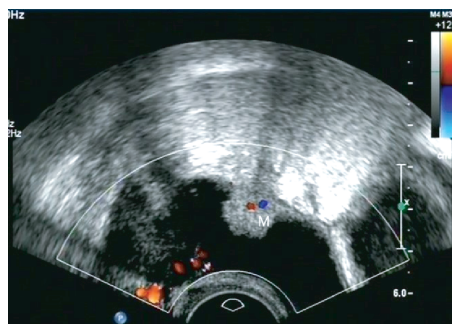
彩色多普勒超声显示右附件区包块内部血流(M: 包块)
